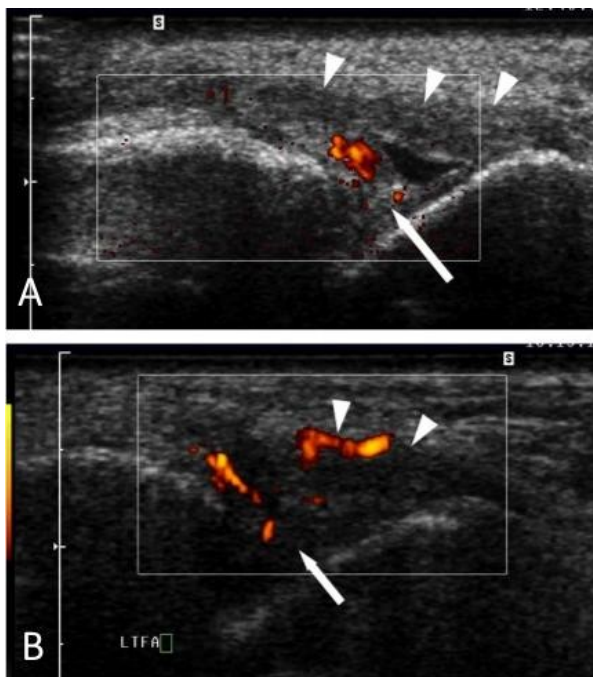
tableaux cliniques de conflit dans la gouttière antérolatérale après entorses latérales. Coupes axiales échographiques montrant des lésions de synovite comblant la gouttière, siège d'une hyperhémie en Doppler (A). Dans le deuxième cas (B), le conflit est lié à un épaissement post-entorse du LTFA (petites flèches) et à une synovite (grande flèche)
